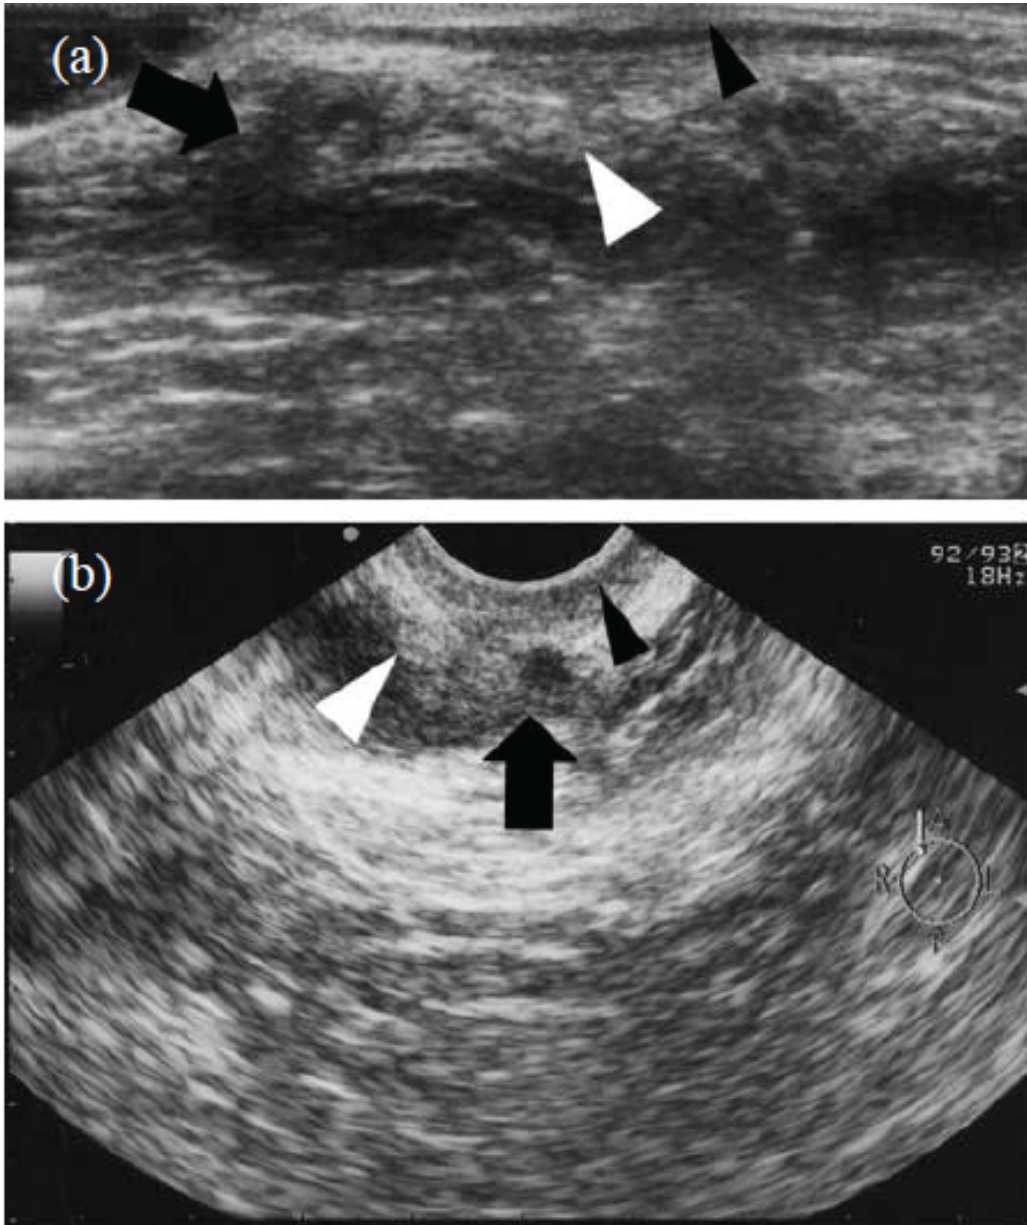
Patiente âgée de 30 ans présentant une masse dans le périnée antérieur droit en regard d’une cicatrice d’épisiotomie. Les deux coupes échographiques montrent une masse hétérogène contenant un kyste anéchogène dans le périnée antérieur droit. [117]
